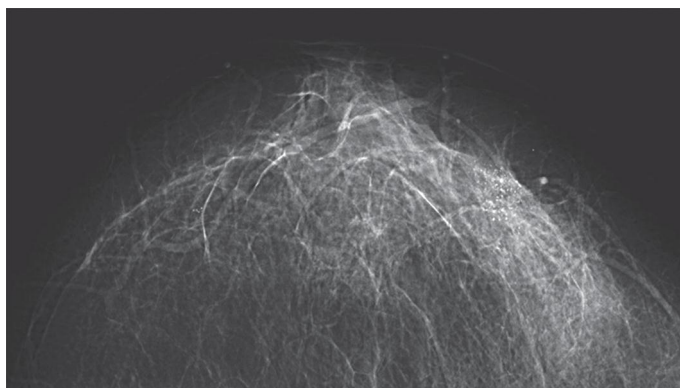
Рентгеновские маммограммы больных раком молочной железы
